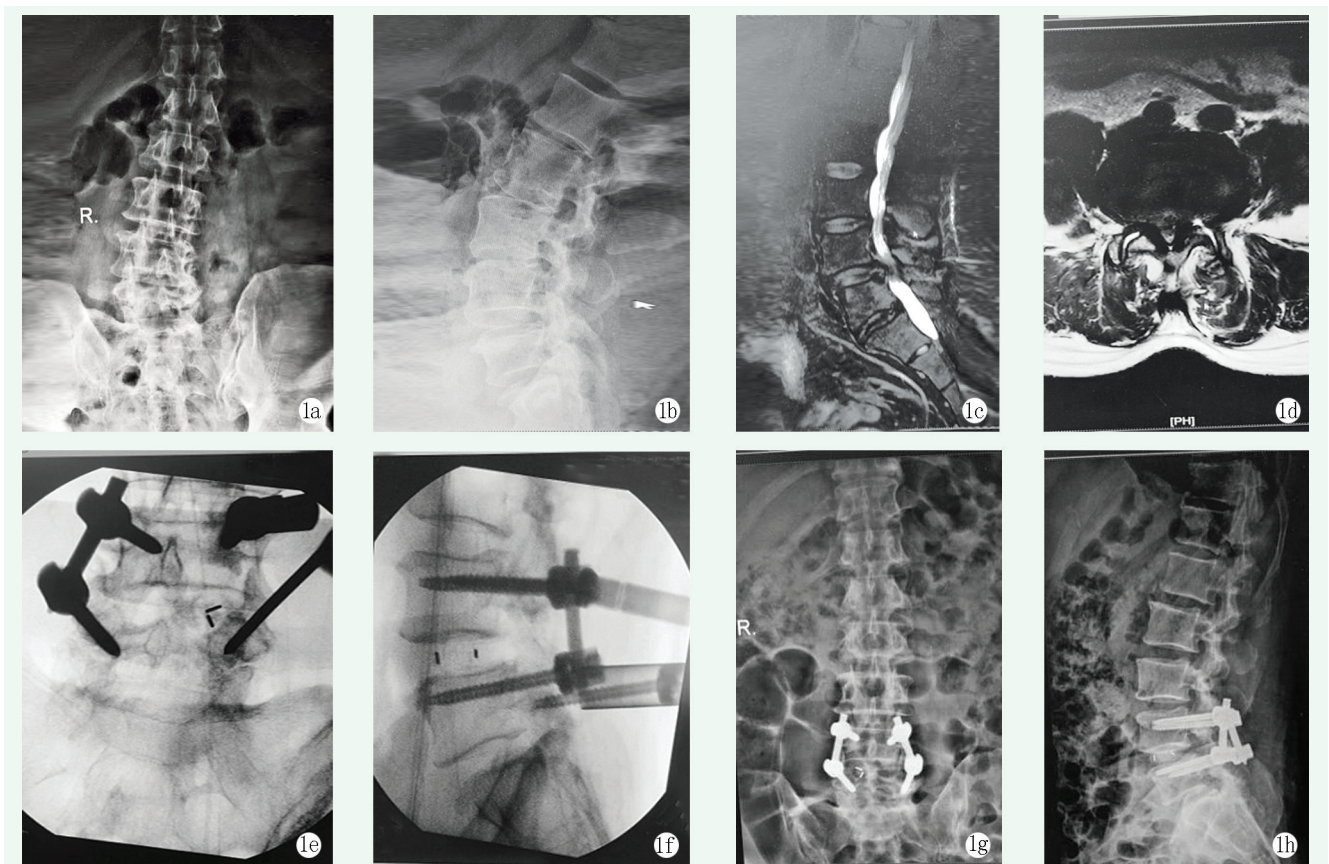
患者男性，56 岁。1a: 术前正位 X 线片见腰椎侧弯；1b: 术前侧位 X 线片见 L<sub>4/5</sub> 滑脱；1c: 术前 MRI 矢状位可见 L<sub>4/5</sub> 滑脱并椎间盘突出，硬膜囊受压明显；1d: 术前 MRI 平扫可见 L<sub>4/5</sub> 平面椎管狭窄明显；1e, 1f: 术中透视见镜下置入融合器位置良好；1g, 1h: 术后 X 线片示内固定物位置良好。
